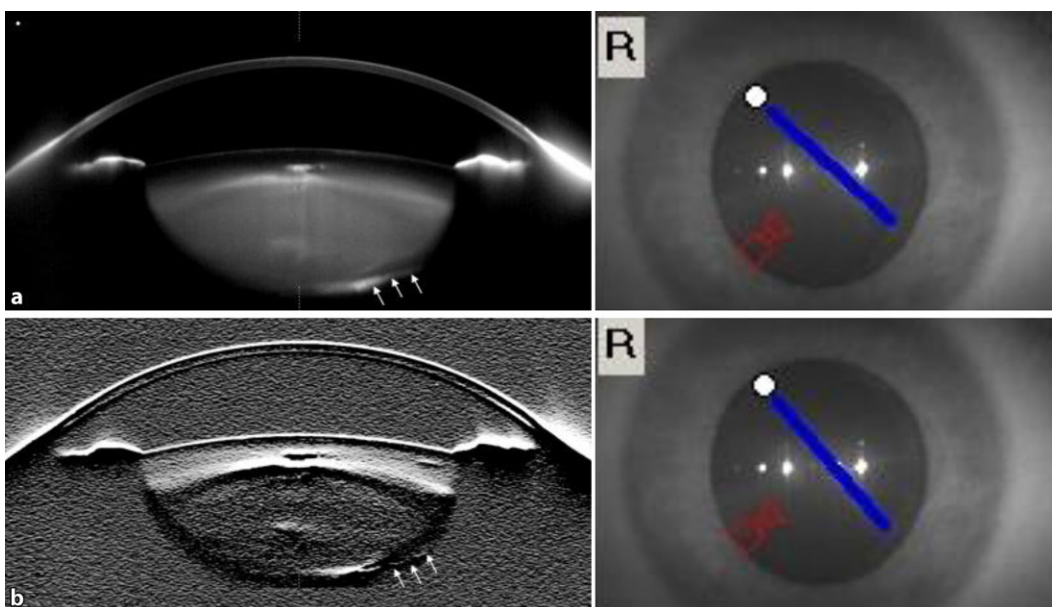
◀ Scheimpflug-Tomographie des vorderen Augenabschnitts mit Darstellung des Hinterkapseldefekts (Pfeile), a Übersichtsdarstellung, b zusätzlich „slope filter“
